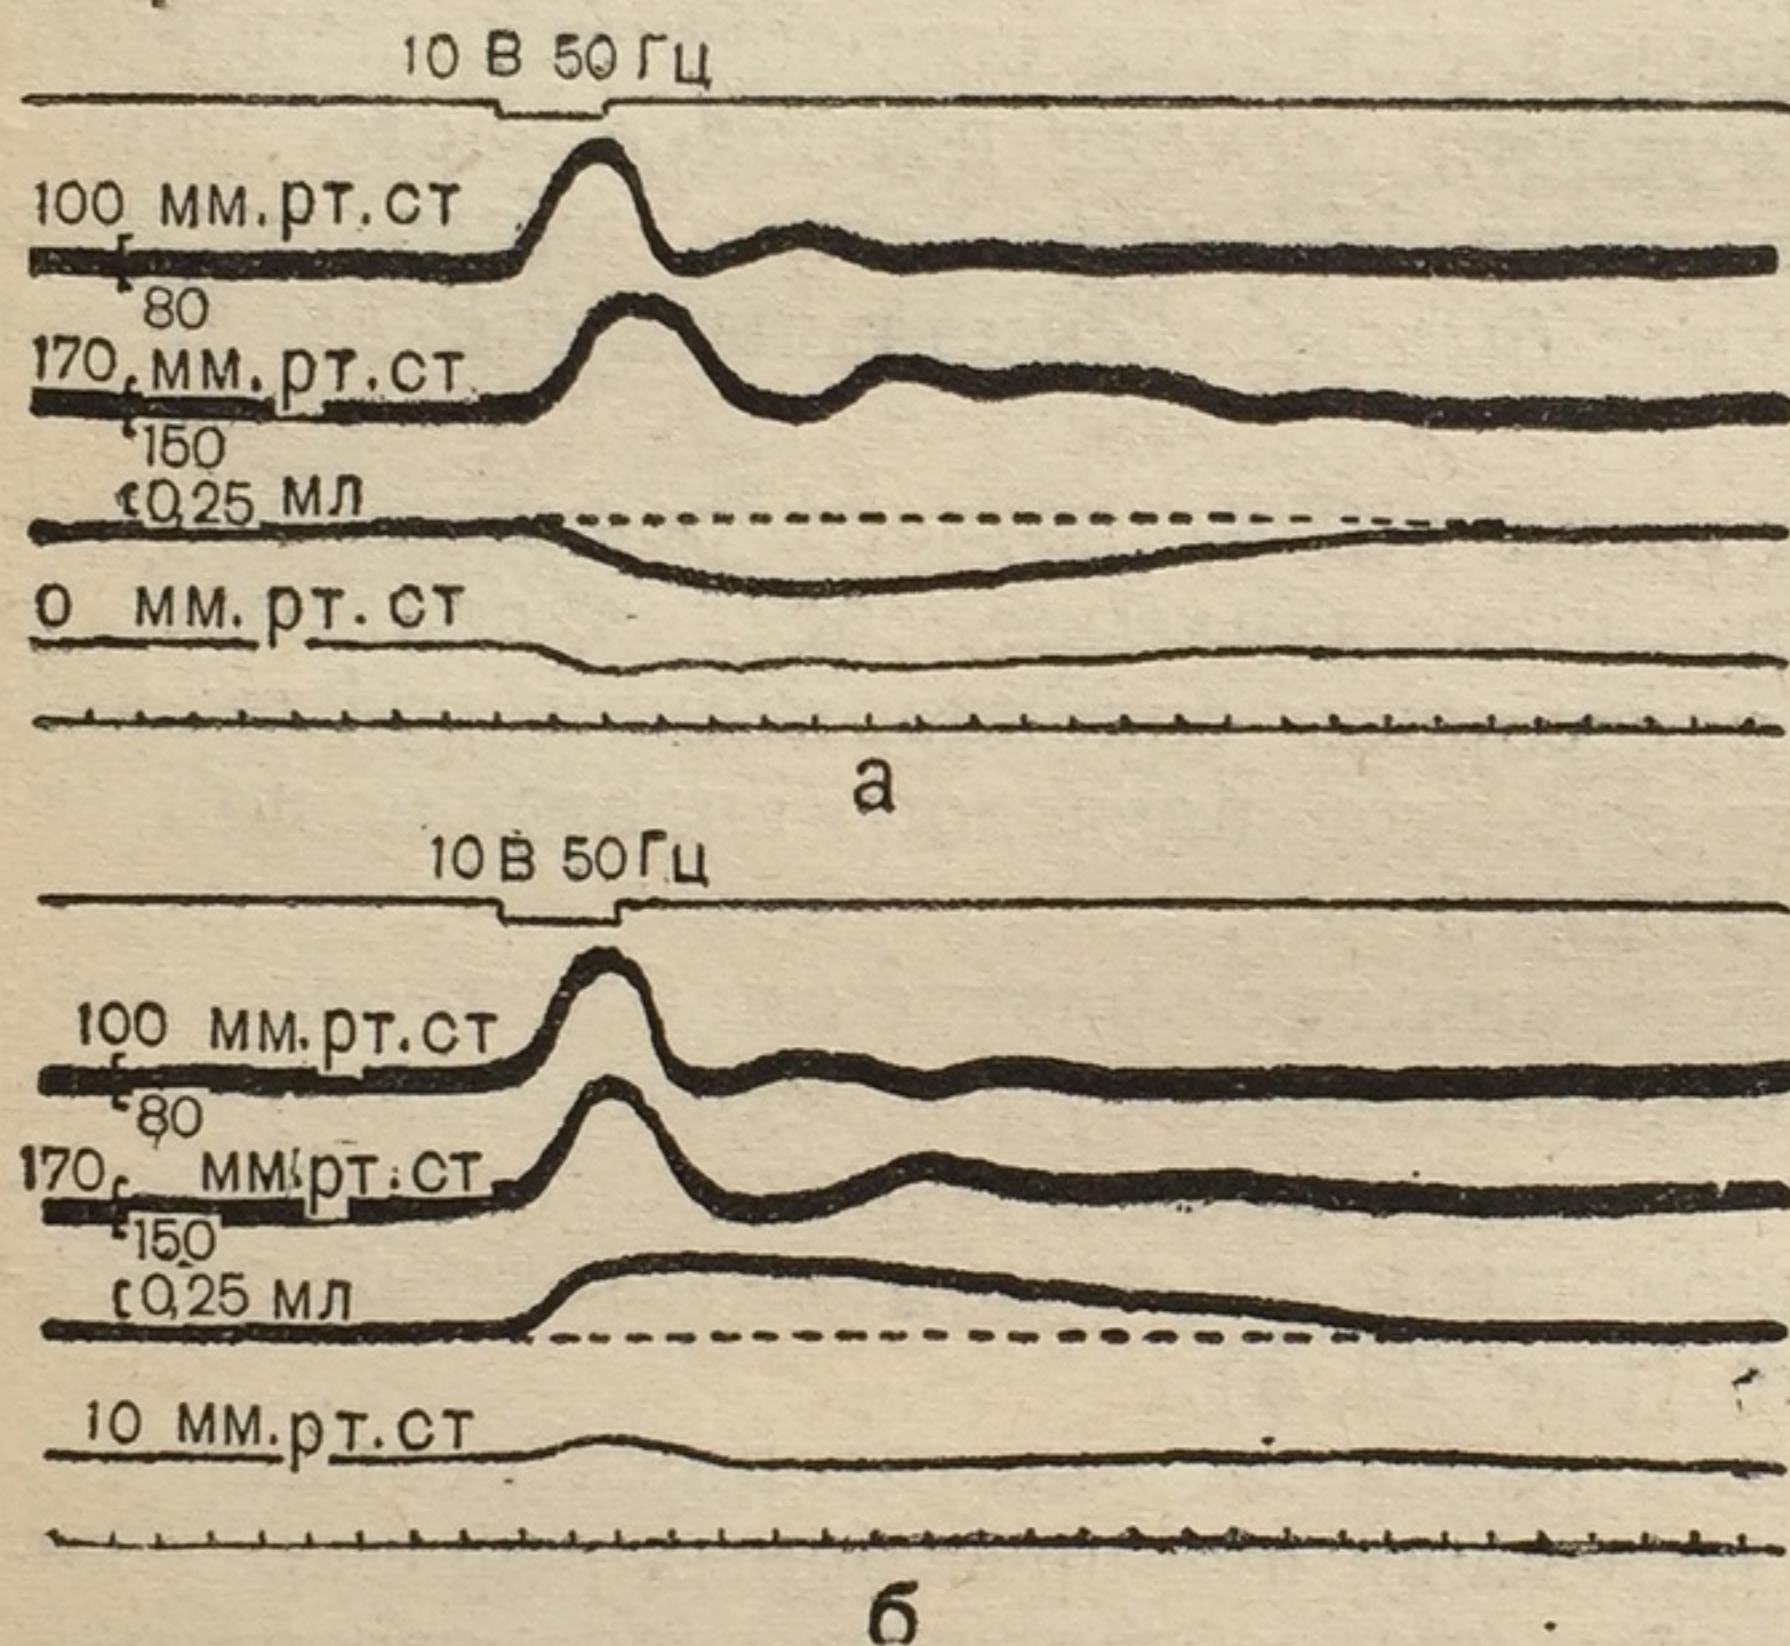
Изменение дилаторной реакции (а) аккумулирующих сосудов селезенки на констрикторную (б) в ответ на увеличение давления венозного оттока при стимуляции афферентных волокон седалищного нерва: сверху вниз — отметка и параметры стимуляции, артериальное давление, перфузионное давление, венозный отток, венозное давление, отметка времени (10 с)
